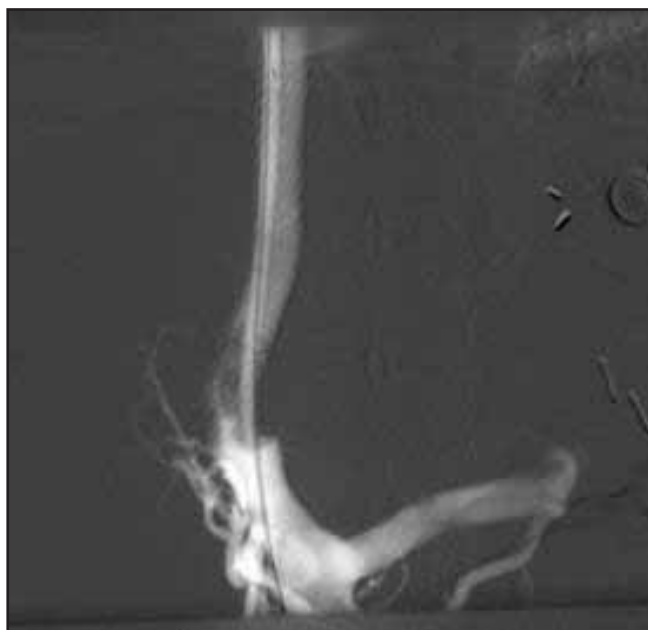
La portografía después del TIPS demostró oclusión parcial a nivel del extremo portal del stent-graft (A) secundario a invasión neoplásica, lo cual fue documentado por TAC (no exhibido)
